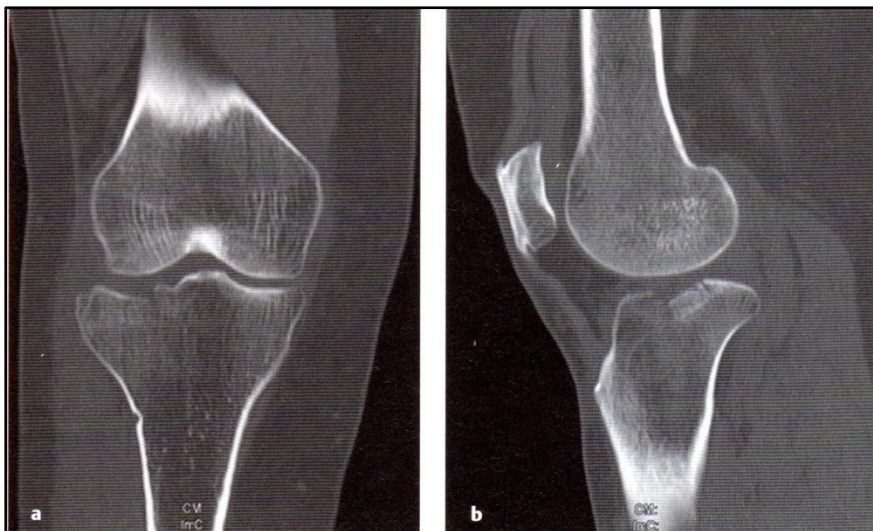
In der Abbildung ist eine Tibiakopffraktur Typ 41 B2.2 nach AO-Klassifikation im coronaren CT (a) und in sagittaler CT-Aufnahme (b) dargestellt. ©Georg Thieme Verlag, vgl. S. 128
